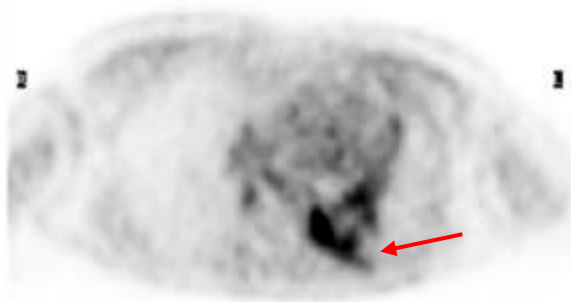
Verificação de captação de ^{18}F -FDG no pulmão esquerdo após a exposição à radiação.
